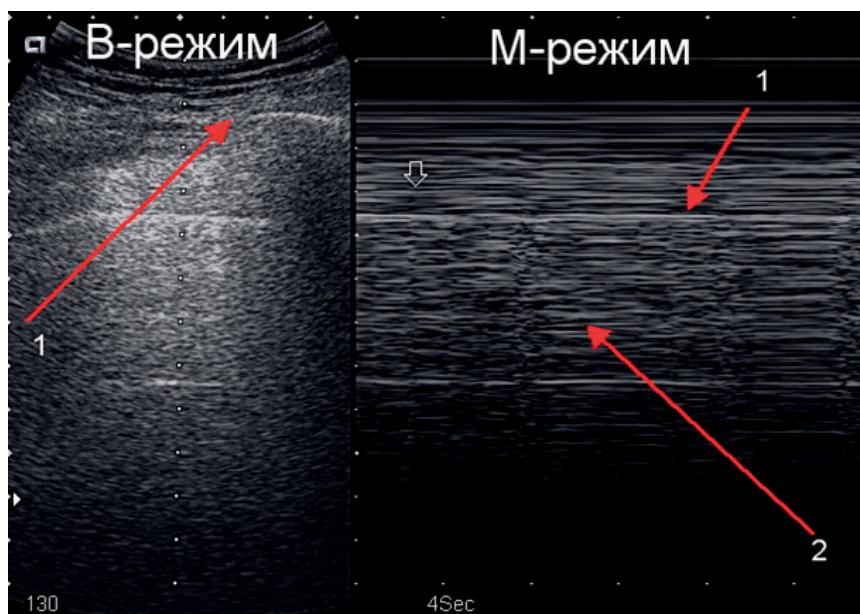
Пациент С., 62 года, диагноз: перфорация пищевода. УЗИ плевральной полости перед удалением дренажа в В-режиме и М-режиме: 1 – плевра; 2 – признак «штрих код» («barcode»)
